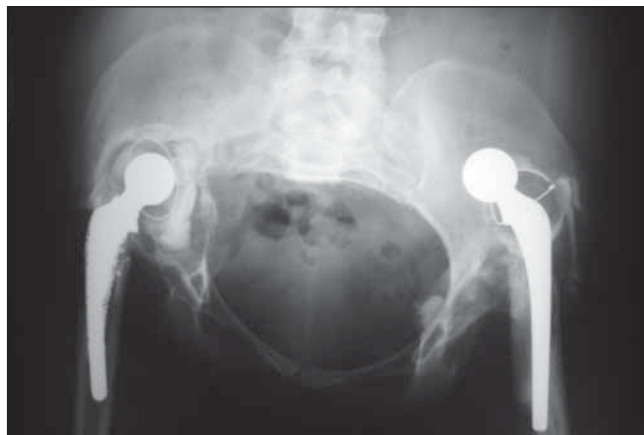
Рентгенограмма таза перед ревизионным эндопротезированием левого тазобедренного сустава в 2012 г.
